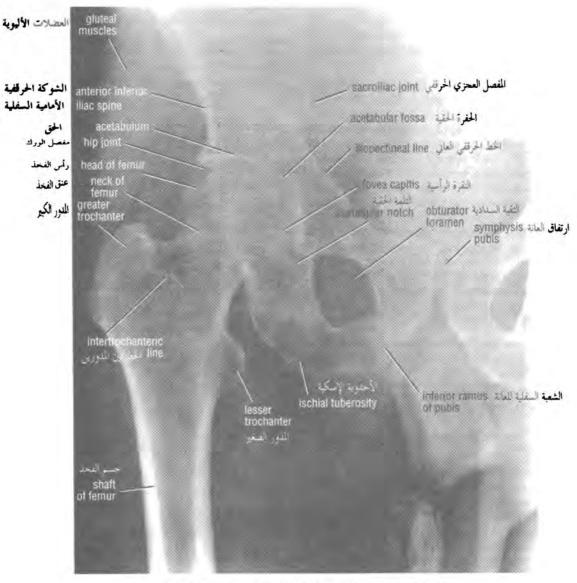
Anteroposterior radiograph of the hip joint.
